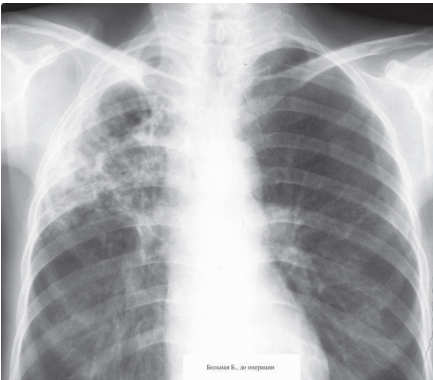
Обзорная рентгенограмма больной Б. до операции
